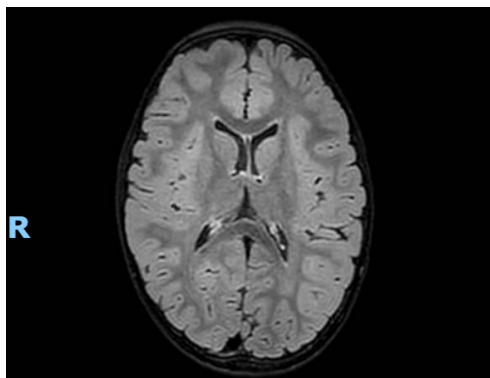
RM cerebrale dopo 3 mesi di terapia suppletiva.
